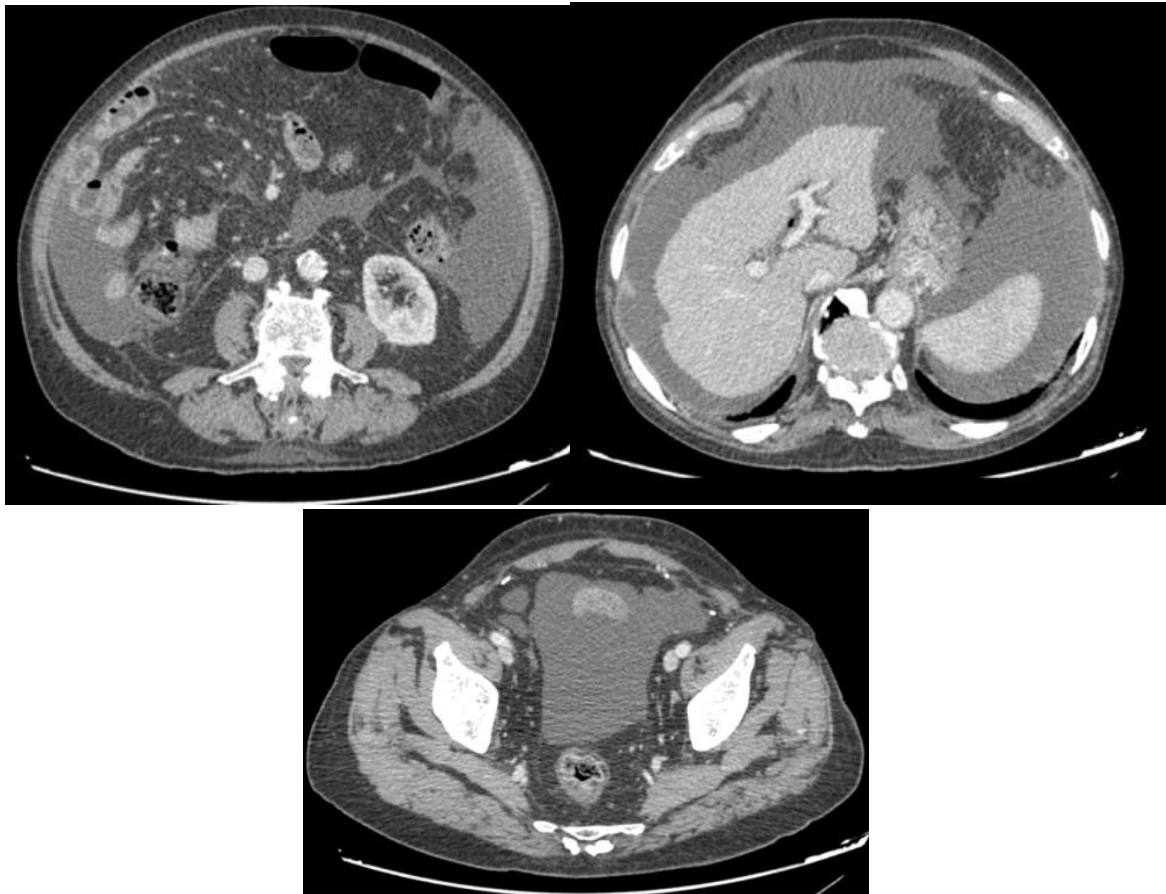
22.2b, 22.2c: Cortes axiais de tomografia computadorizada evidenciando líquido livre nos recessos abdominais e pélvicos
